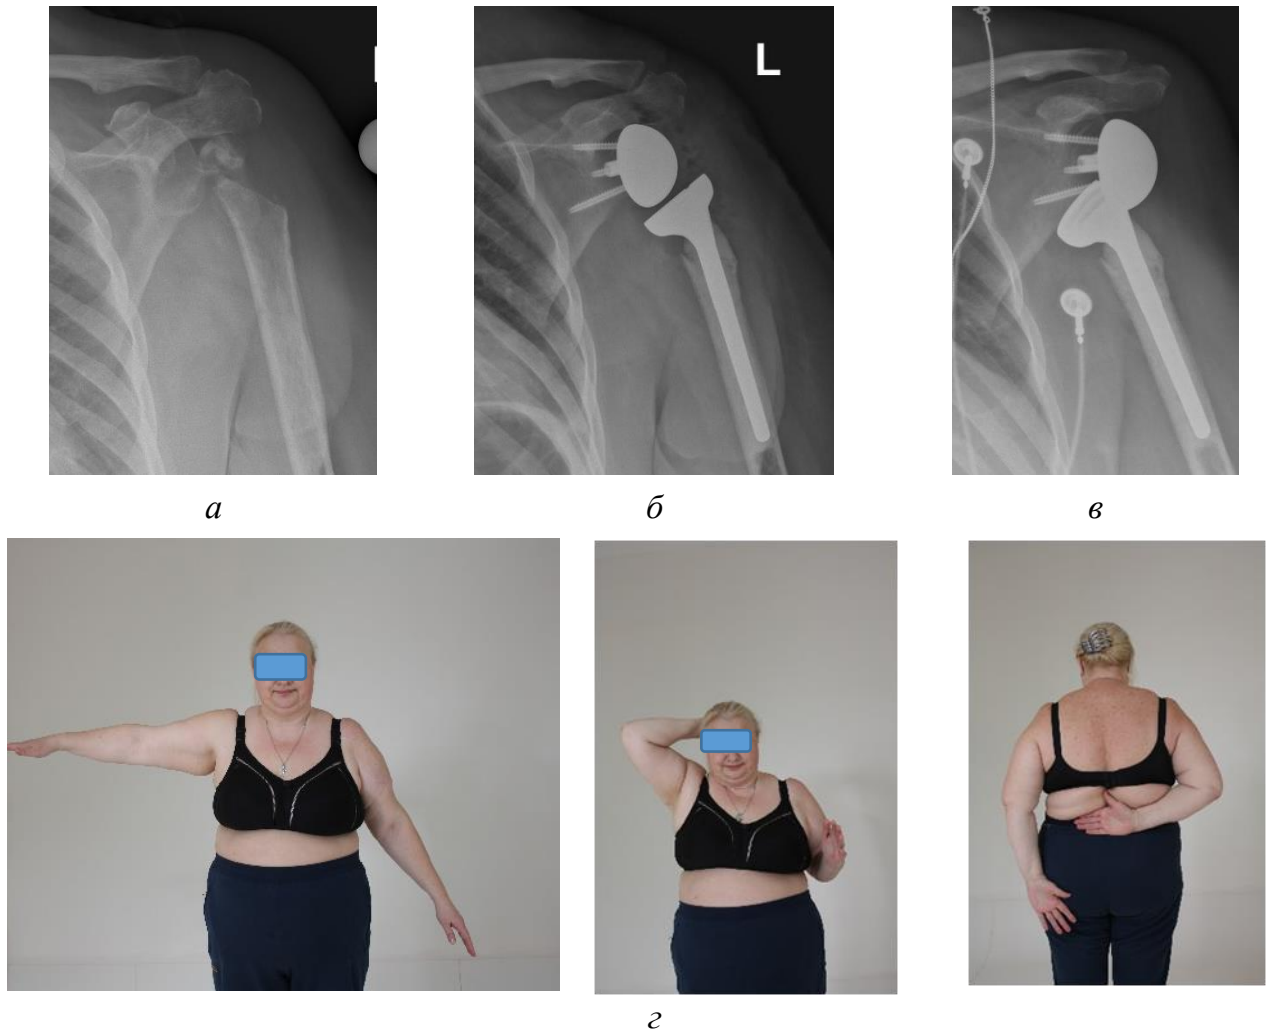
Рентгенограммы и фото пациентки С.Г.А.: *а* – до операции, на которой определяется дефект ПОПК слева; *б* – после первичного эндопротезирования; *в* – вывих в эндопротезе через 1 месяц после первичного эндопротезирования; *г* – функциональный результат через 32 месяца после ревизионной операции с формированием искусственной капсулы плечевого сустава
